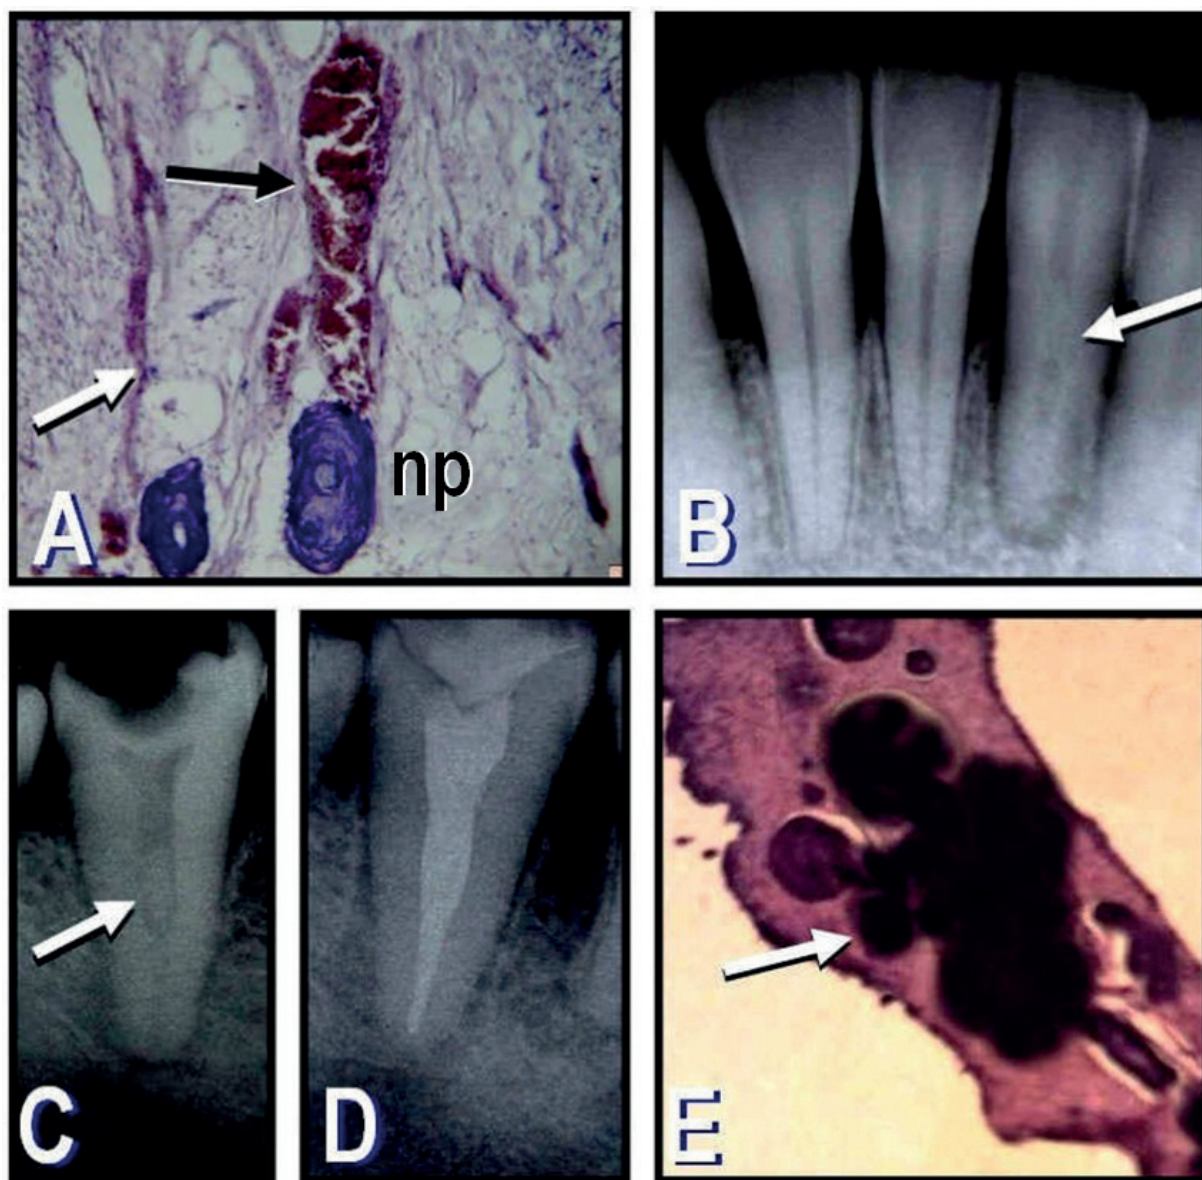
A: Sección histológica de la pulpa coronaria de un incisivo central superior obtenida durante un tratamiento endodóntico. Se observa un nódulo pulpar (np) en íntima relación con la pared de un vaso sanguíneo de gran tamaño (flecha negra). Se puede ver también un segundo nódulo en contacto con un vaso de menor calibre (flecha blanca) (hematoxilina y eosina; magnificación original X400). B: Radiografía de control de la pieza dentaria 32 asintomática obtenida luego de 2 meses de finalizado un movimiento ortodóntico. Se observa la anulación del espacio del conducto radicular a nivel del tercio medio (flecha), la presencia de un área radiolúcida perirradicular y el ensanchamiento del ligamento periodontal a nivel de la cresta ósea. C: Radiografía periapical de un molar inferior luego de dos años de finalizado un tratamiento ortodóntico. Se nota la presencia de una masa radiopaca (no observada en las radiografías preoperatorias) compatible con un nódulo pulpar de gran tamaño a nivel del tercio medio (flecha). D: Radiografía posoperatoria inmediata luego de realizado el tratamiento endodóntico. E: Sección histológica parcial de la pulpa extraída durante el tratamiento. Se observa la presencia de una gran masa calcificada formada por la unión de varios nódulos pulpares (flecha) (hematoxilina y eosina; magnificación original X1000).
